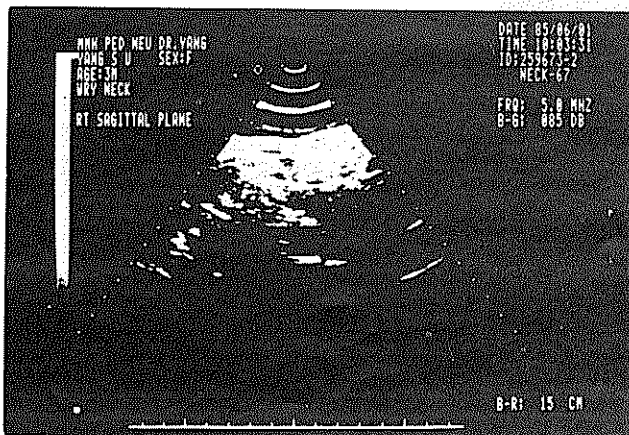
2 第一級斜頸症者,患側胸鎖乳突肌之超音波圖形接近正常。
